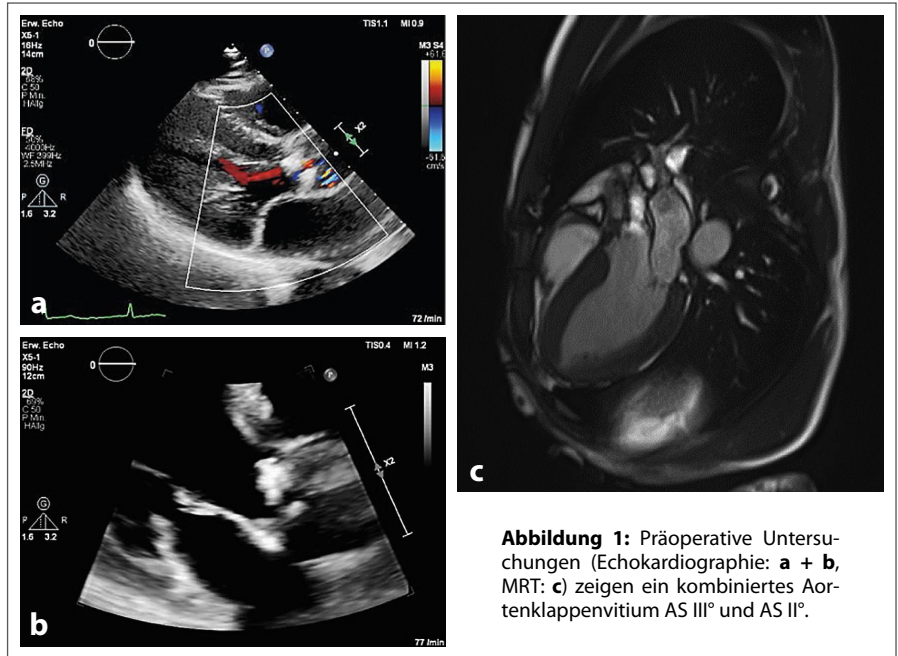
Präoperative Untersuchungen (Echokardiographie: a + b, MRT: c) zeigen ein kombiniertes Aortenklappenvitium AS III° und AS II°.
